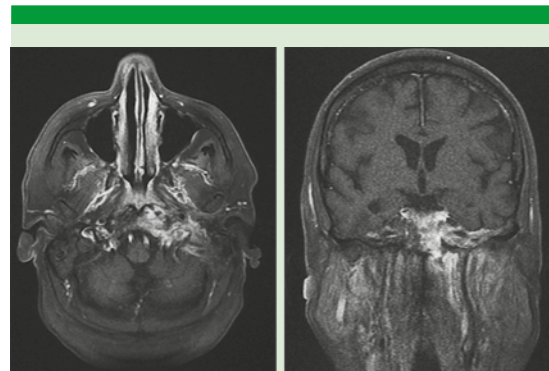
Resonancia magnética en corte axial y coronal, en secuencia de T1 con gadolinio que muestran un realce ávido del material de contraste en el clivus y los tejidos blandos adyacentes con predominio izquierdo.
